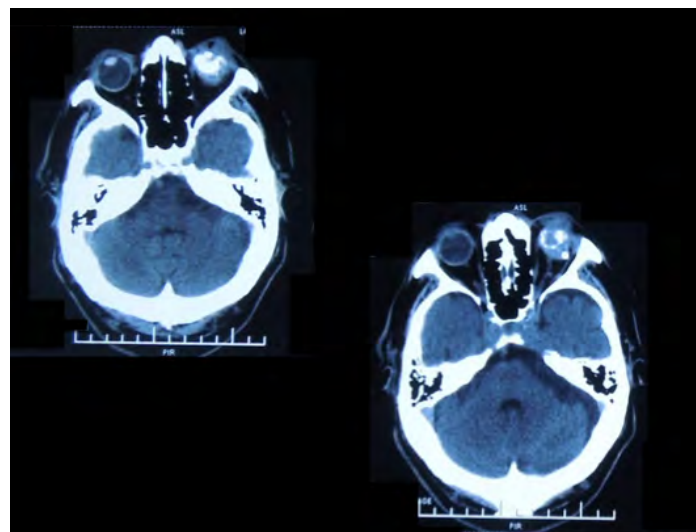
Tomografía axial computarizada de cráneo corte axial.
